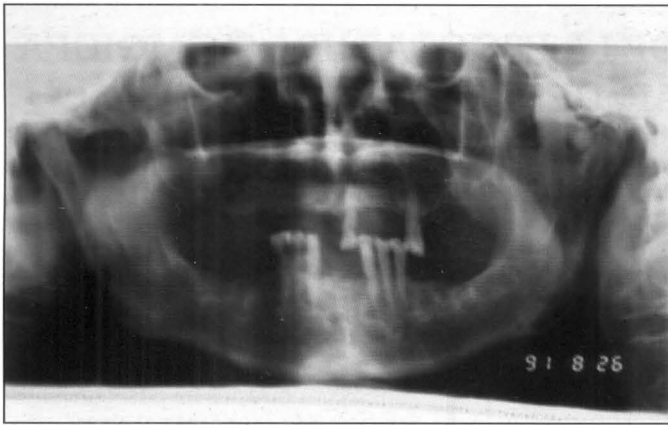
Ortopantomografía donde se aprecia la tumoración ósea en la escotadura sigmoidea del maxilar inferior izquierdo.
